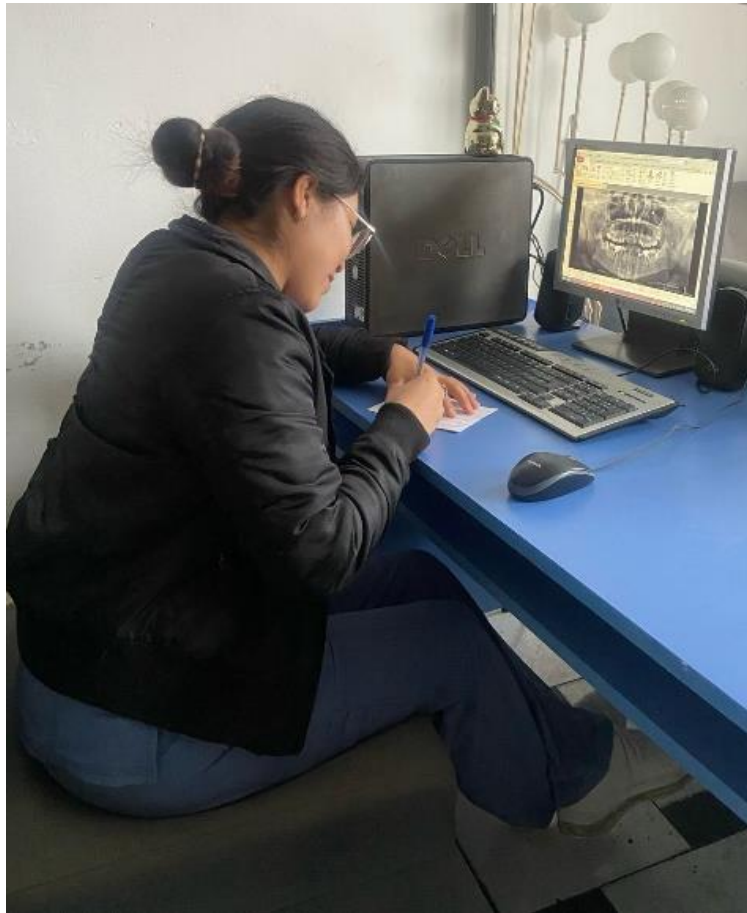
Análisis de las radiografías panorámicas digitales y llenado de la ficha de recolección de datos
